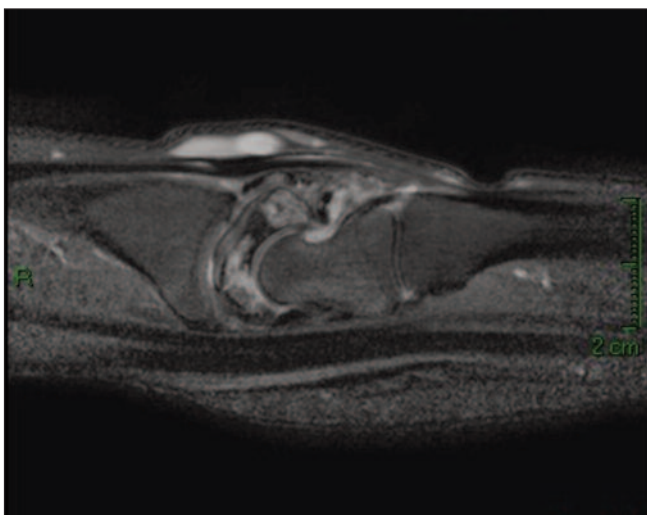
Resonancia magnética que revela el compromiso vascular del hueso semilunar y su colapso parcial.
